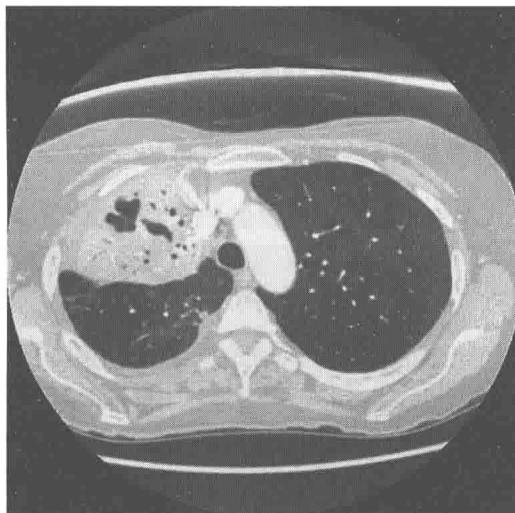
治疗两周复查胸部CT:右肺实变伴空洞形成
